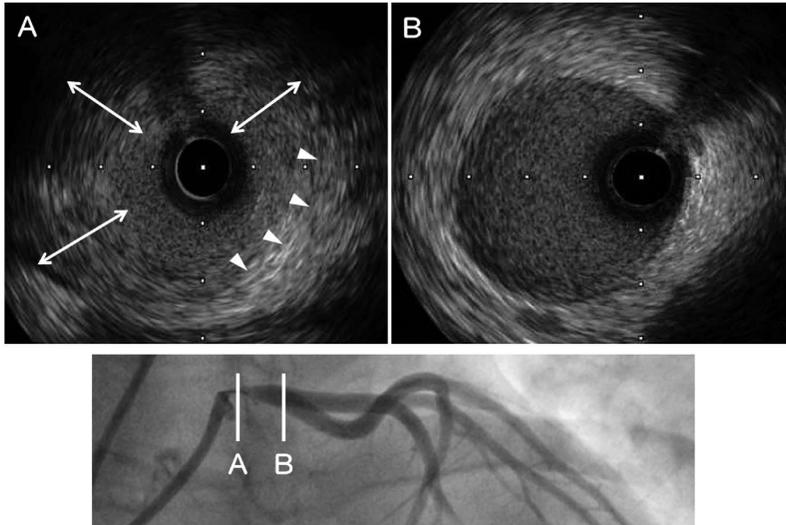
血管内超音波；A で示す狭窄部は通常の ACS とは異なり、▼で示すように一部外弾性版が確認できず、矢印 (→) のごとく内膜から外膜までを横切るような線維性プラーク類似のエコー輝度の壁肥厚があり、血管の全体像が不明瞭であった。
